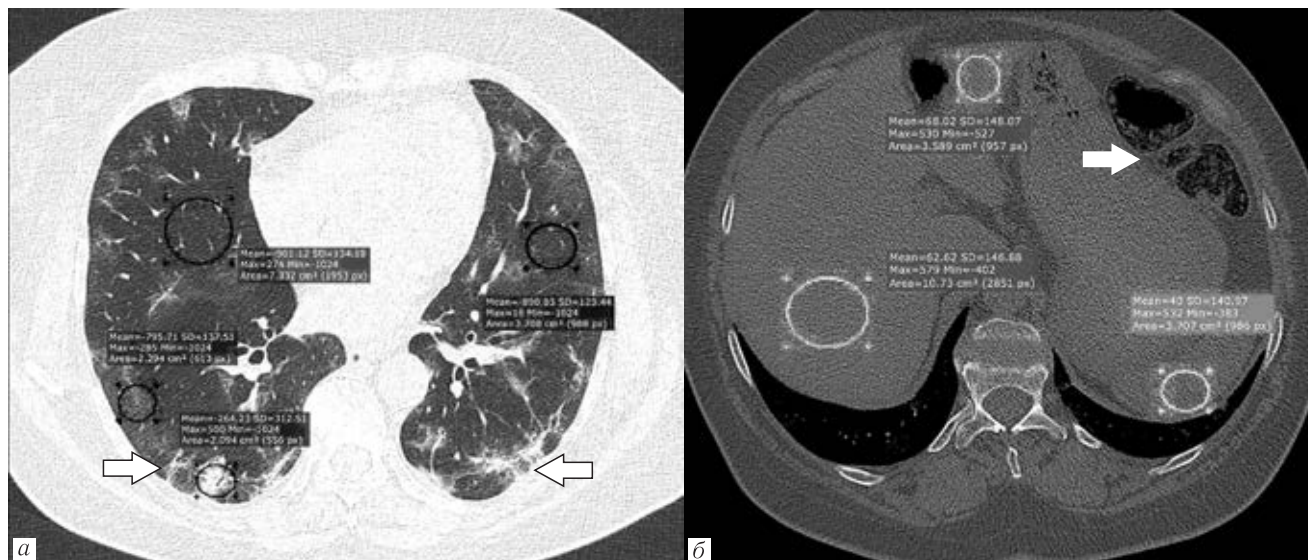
Та же пациентка. Диагноз: COVID-19, средняя степень тяжести. Полисегментарная пневмония, КТ-2. Выполнено контрольное стандартное компьютерно-томографическое исследование органов грудной клетки (протокол Thorax, E=4,81 мЗв): а — на фоне лечения (койко-день 18 суток) отмечена положительная клинико-лабораторная и инструментальная динамика, консолидация очагов и увеличение их плотности до $-264,23$ ед. НУ (стрелки) и снижение объема поражения легких до КТ-1; б — отмечено незначительное уменьшение размеров печени, увеличение ИСППС до 1,63 усл. ед., некоторое снижение метеоризма (стрелка)
